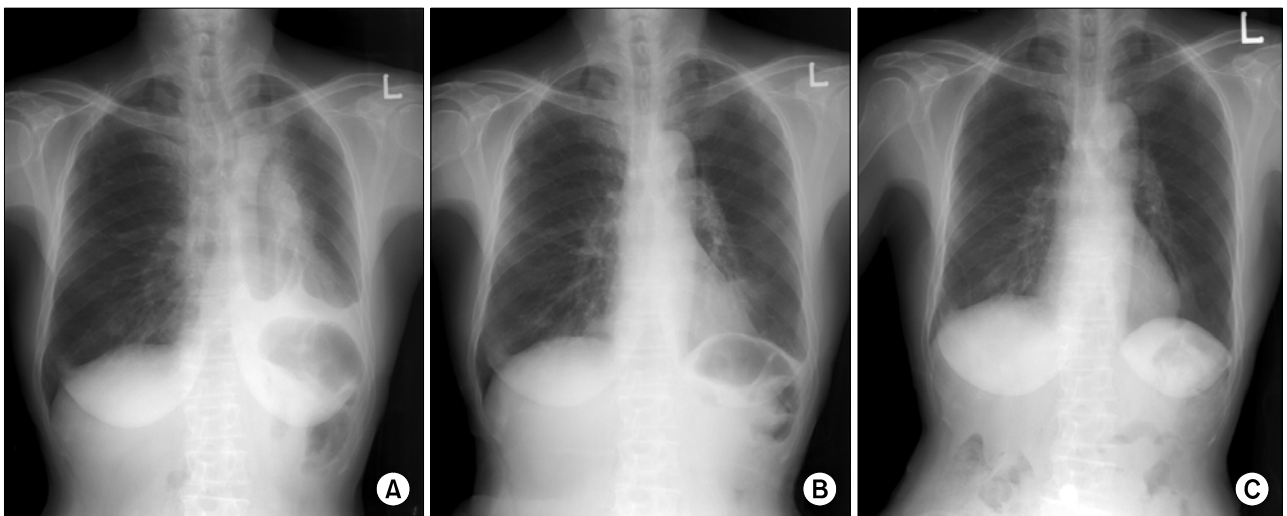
Change in chest X-ray before and after radiation therapy. (A) 1 day before start of radiation therapy, (B) 3 day after start of radiation therapy, (C) 1 month after start of radiation therapy (the last day of radiation therapy).
